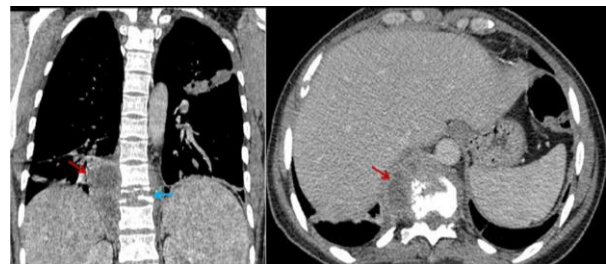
Complication osseuse: Spondylarthrite tuberculeuse chez un homme de 37 ans. TDM avec contraste amélioré montre un collapsus du corps vertébral T10 (flèche bleue) avec un abcès para spinal (flèche rouge).
